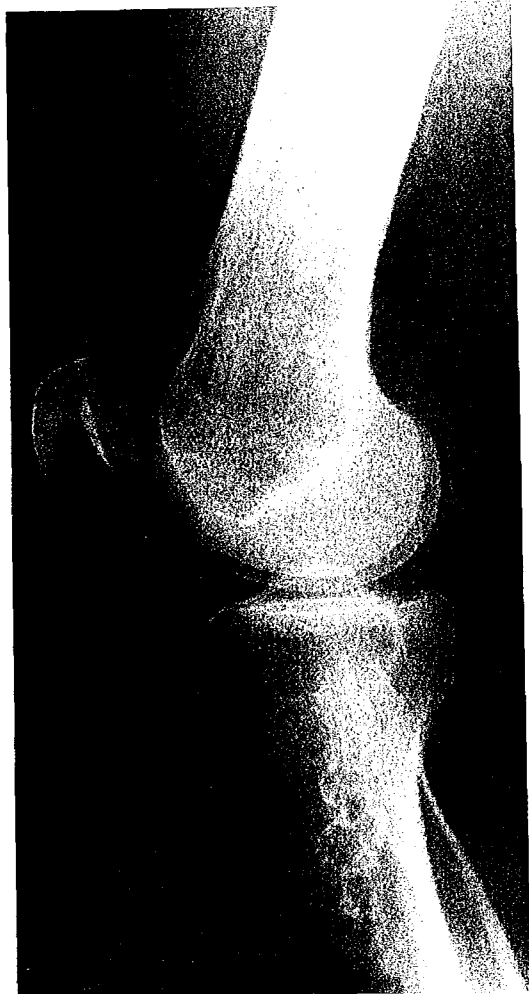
Radiographies de genou de face (Fig. 3 a) et de profil (Fig; 3 b) montrant des opacités à contours flous et irréguliers, en «volute de fumée», correspondant à des infarctus osseux de localisation métaphyso-diaphysaire.
